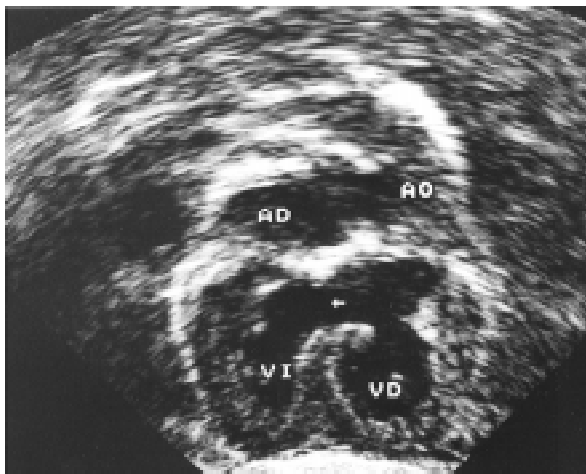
Ecocardiograma. Masculino de 6 años de edad. Aproximación subcostal cuatro cámaras. Se observa la discordancia atrioventricular, la comunicación atrioventricular es amplia indicada por la flecha. La aorta se origina del ventrículo derecho en un enfermo con atresia pulmonar. AD = Aurícula derecha, Ao = Aorta, VI = Ventriculo izquierdo, VD = Ventriculo derecho.
